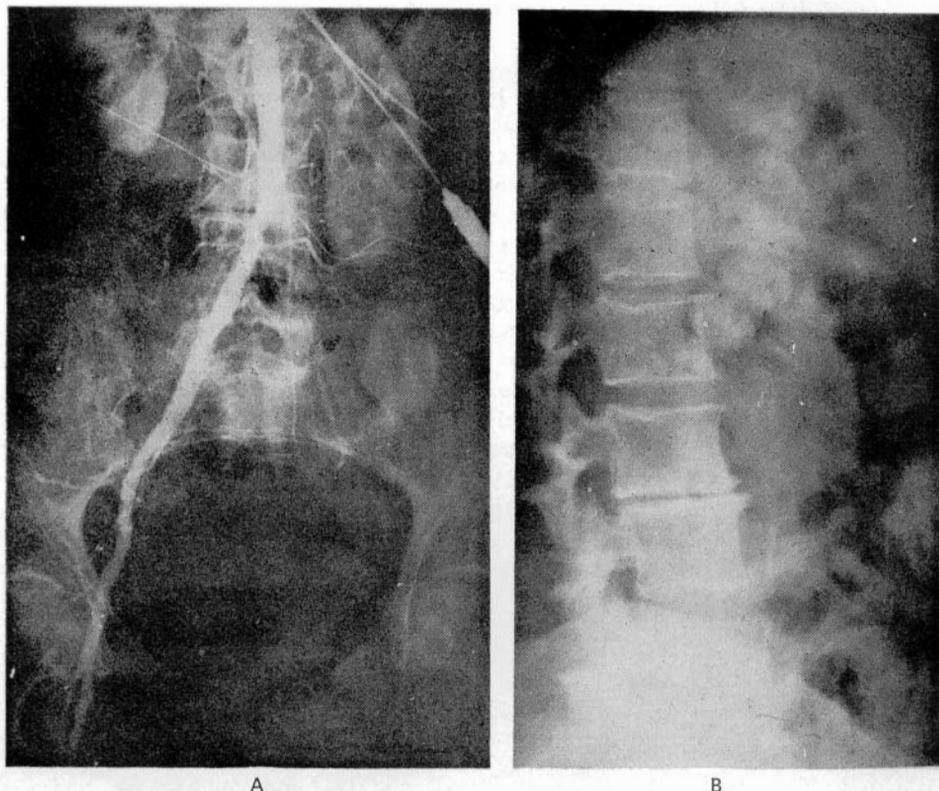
Angela L. a) Aortografía abdominal translumbar (22-I-76). b) Radiografía raquídea lumbar negativa de lesiones focales (17-II-76). Signos de discartritis en L₃ y L₄.
